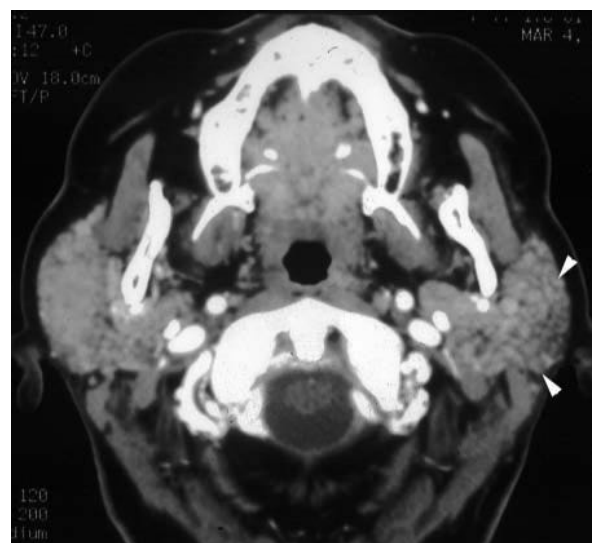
Visione assiale di TC con mdc in paziente con Sdr di Sjögren.
